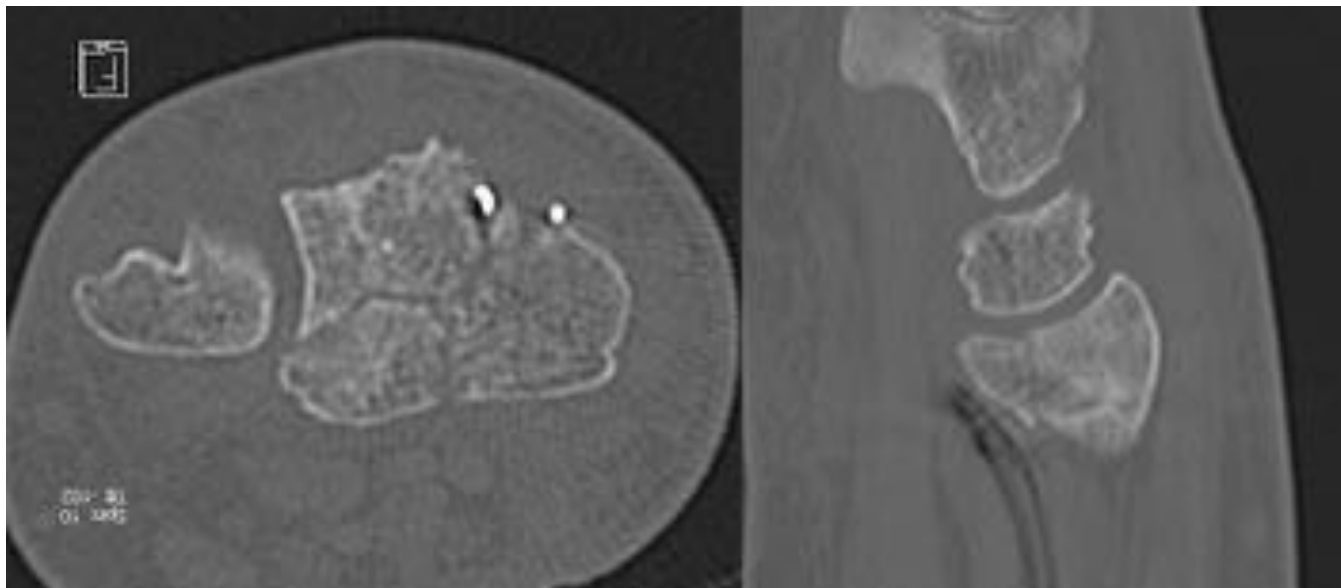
Imágenes de TC de la paciente de la Fig.19. En la imagen en el plano axial (izquierda) se aprecian trazos de fractura que delimitan un fragmento que incluye al borde palmar de la cavidad sigmoidea del radio y la desalineación condiciona un pequeño escalón en la superficie articular. En reconstrucción en el plano sagital (derecha) se observa desalineación y escalón en este plano del espacio.
